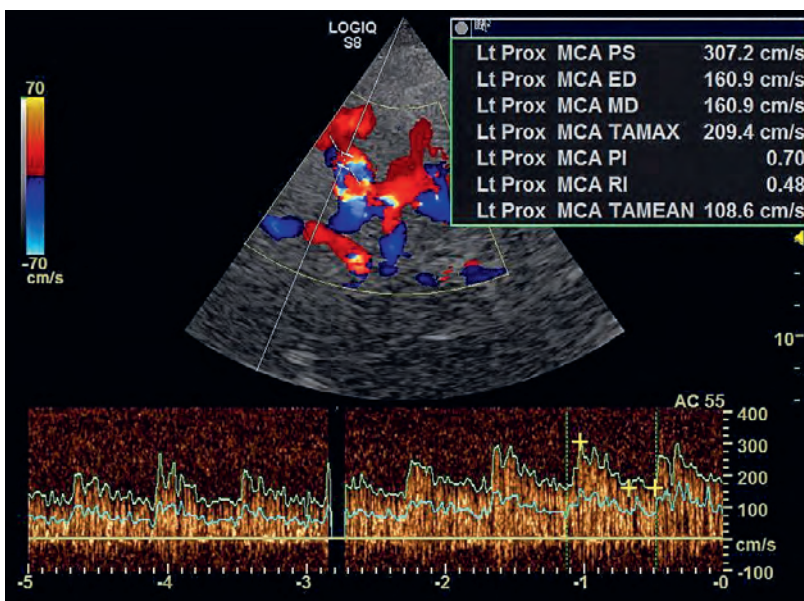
Echographie Doppler/duplex transcrânienne avec amplification de contraste de l'artère cérébrale moyenne gauche. Vitesses (maximales) du flux systolique et moyen fortement accrues.
